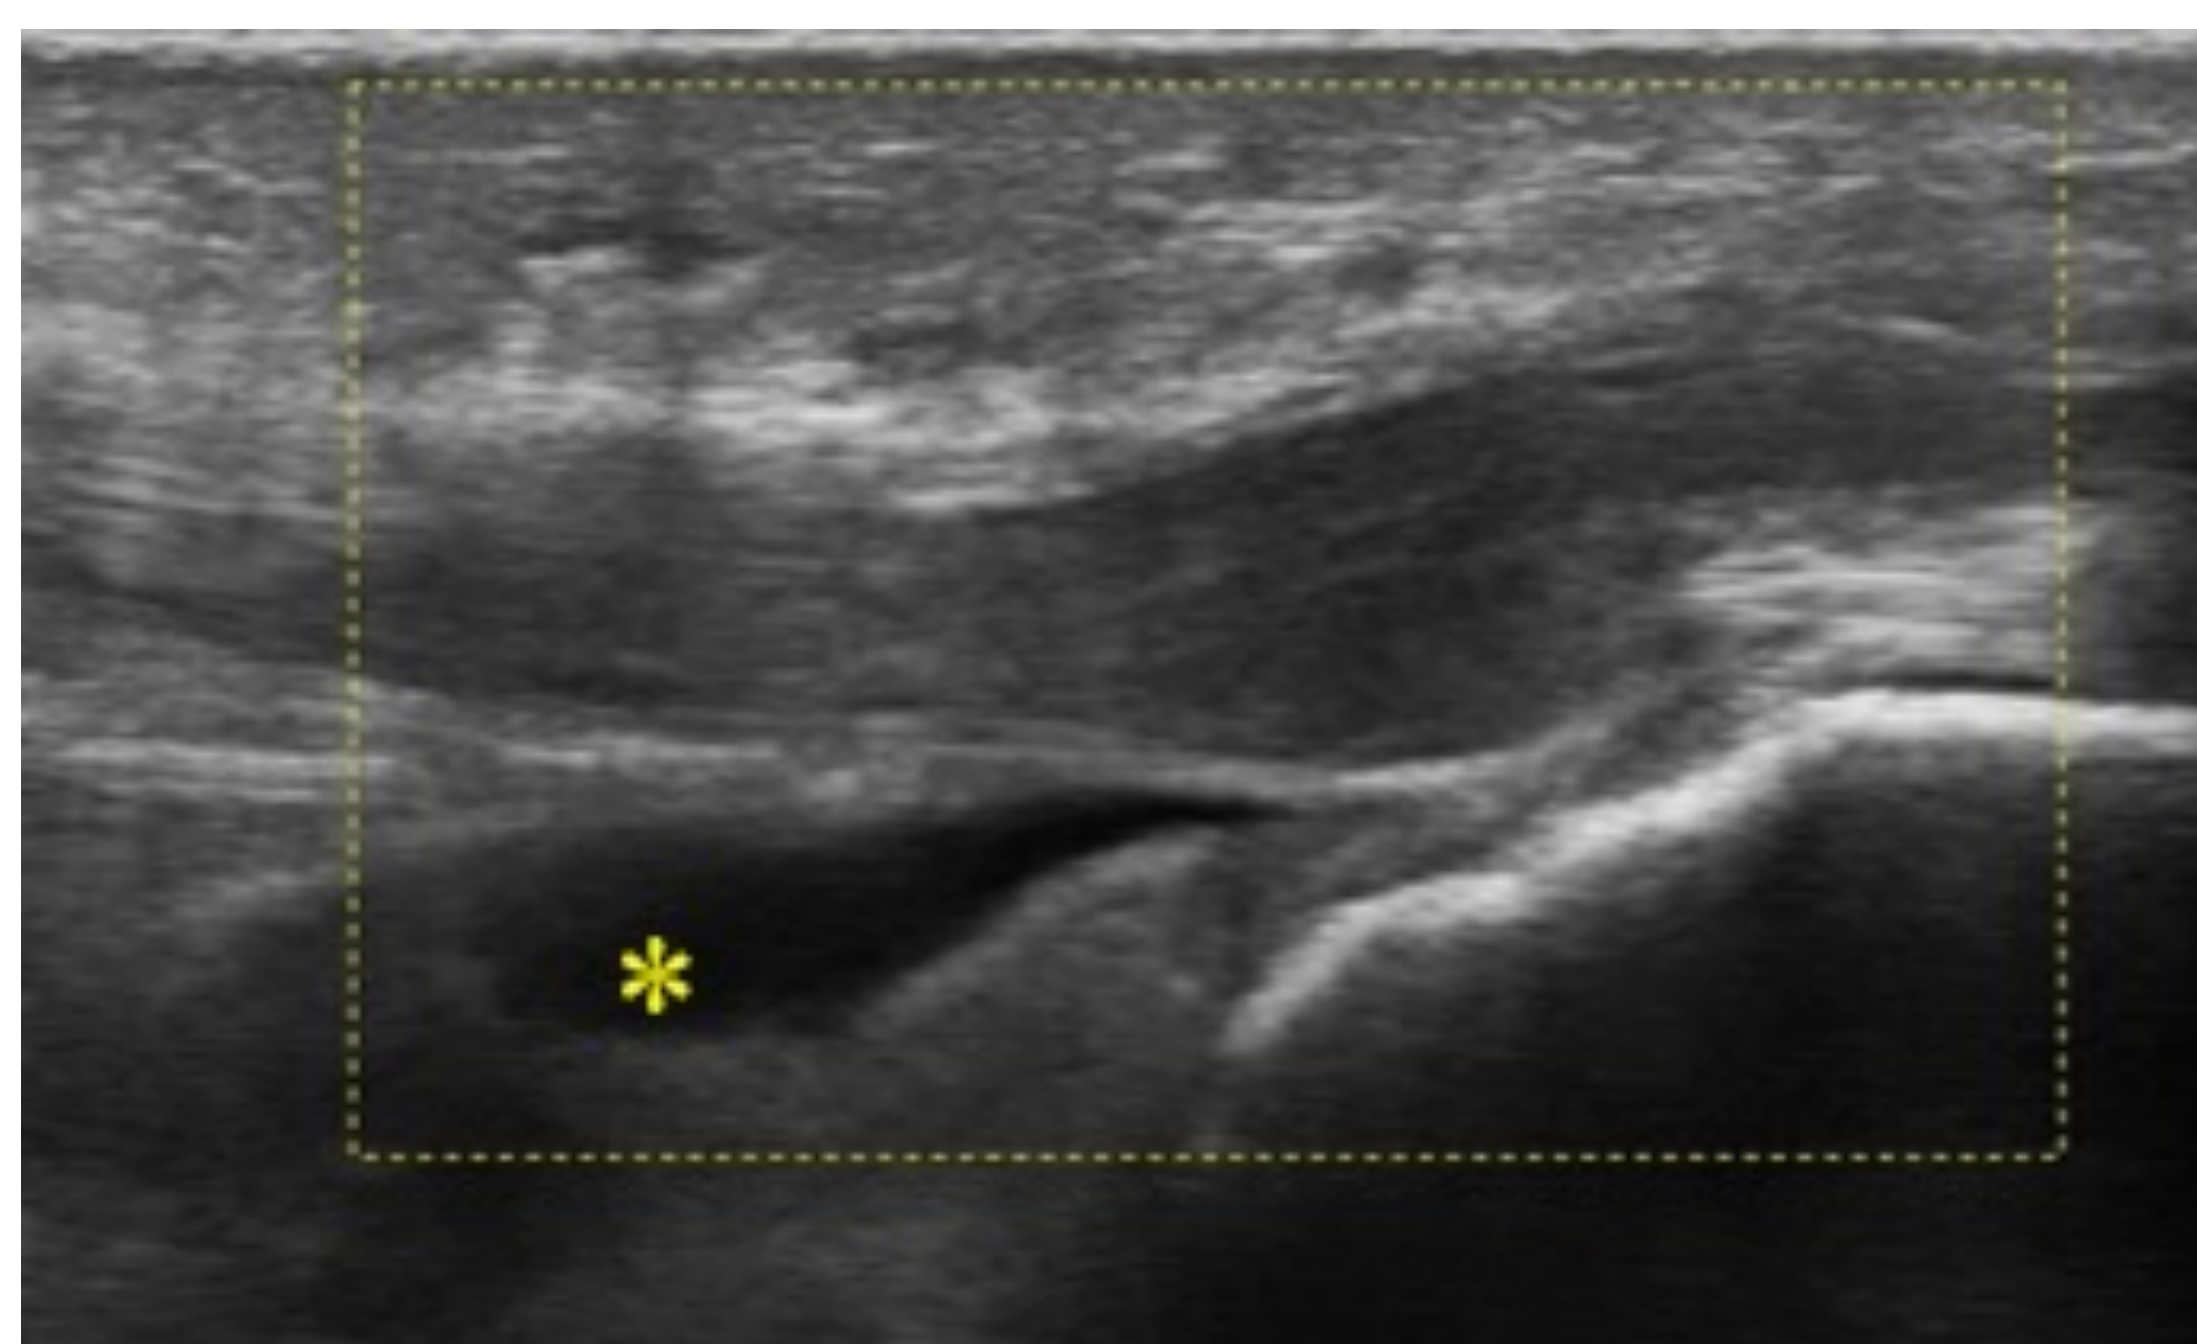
Bursitis infrarrotuliana profunda (*) con tendinopatía del tendón rotuliano asociada e hiperemia en el estudio Doppler.
